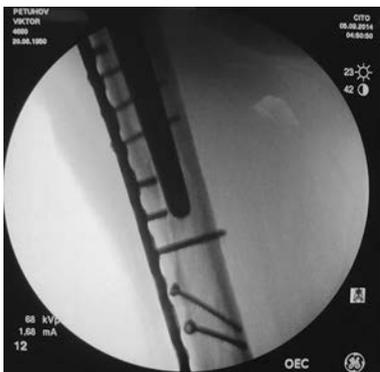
Рентген контроль остеосинтеза левой бедренной кости пластиной LCP-DF
